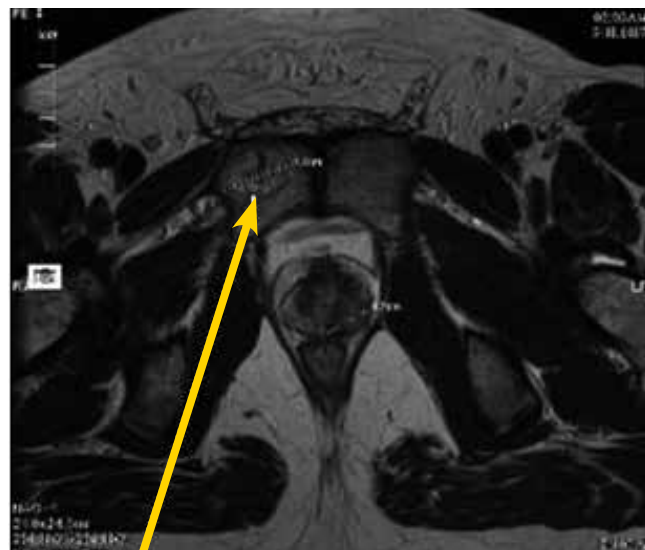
МРТ. 3 мес – ГТ. Метастаз в лонную кость справа. 16.11.2010 г.
